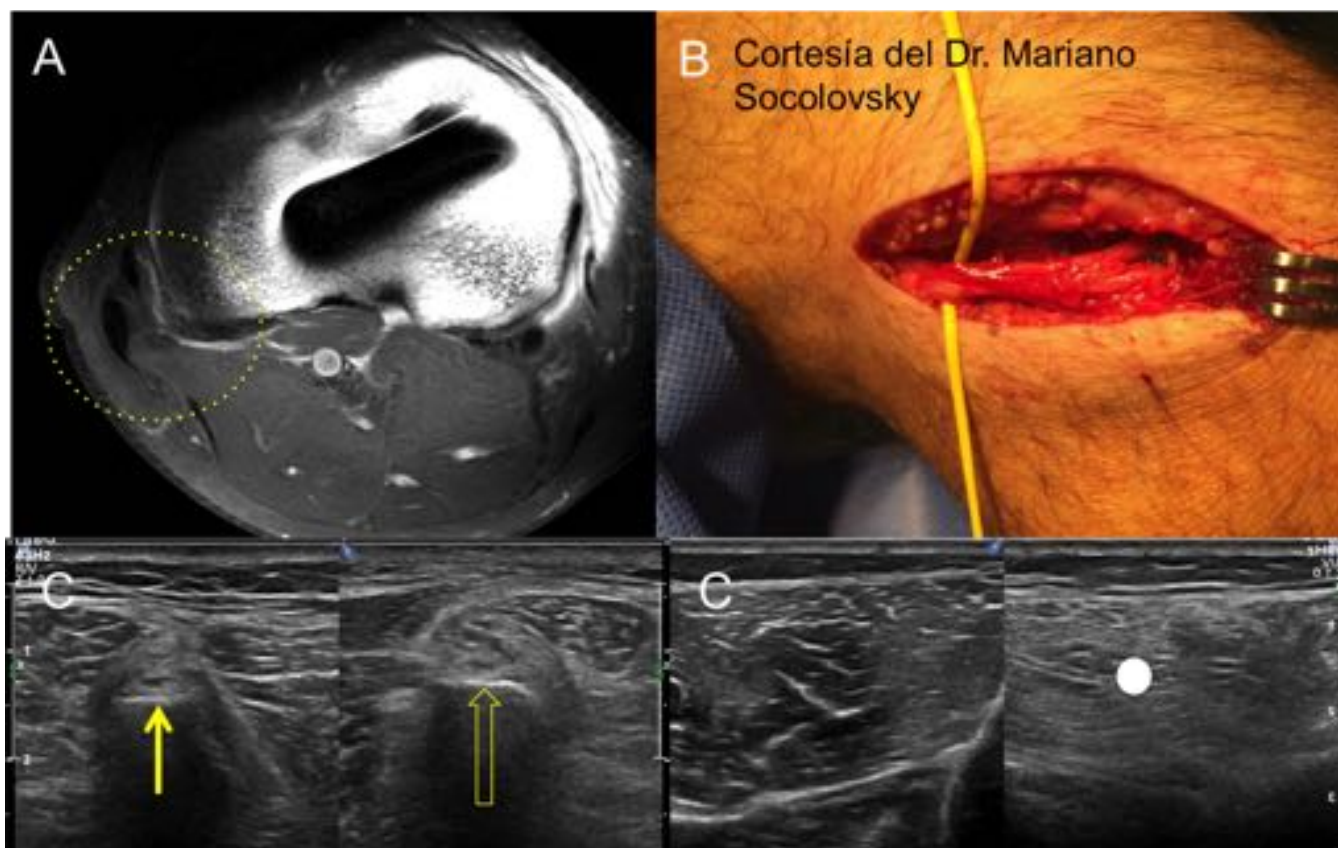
A. RM axial T1 con fat sat contraste EV. No permite visualizar adecuadamente nervio ni su realce. (línea de puntos). B. Neurolisis confirmatoria del NPC. C. Ecografía axial bilateral muestra engrosamiento focal del nervio peróneo común en el canal peroneo (flecha hueca amarilla), hallazgo asimétrico con el lado contralateral (flecha amarilla). D. Aumento de la ecogenicidad de músculos antero laterales de pierna derecha (punto blanco)
